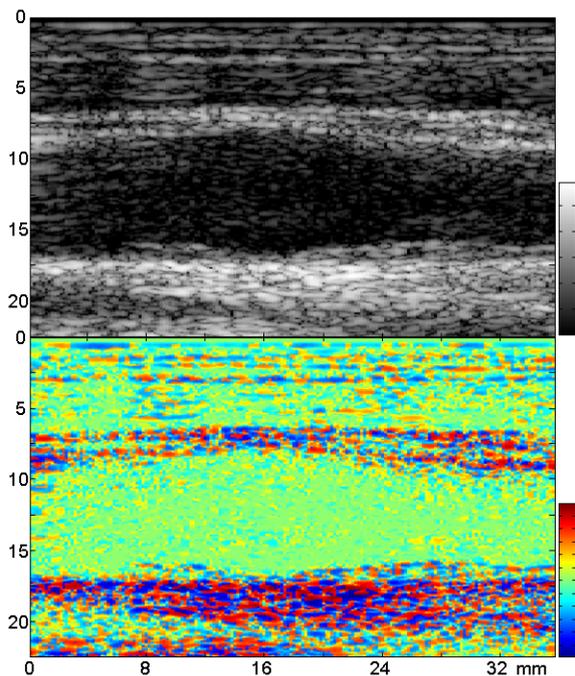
プラークを有する頸動脈壁の符号付エコー像（中方位分解能像）
